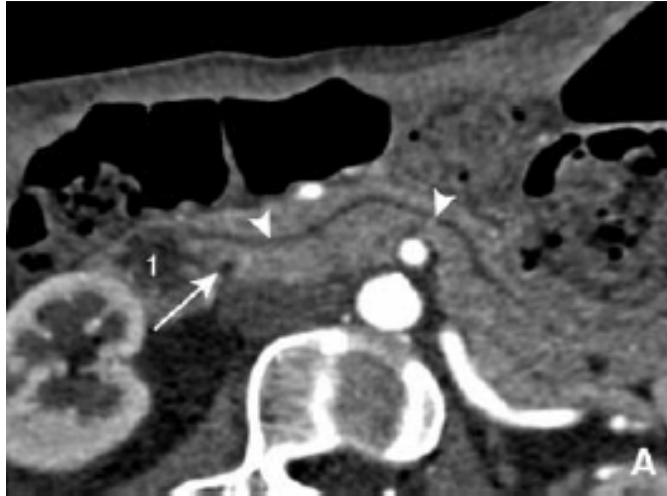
TDM du pancréas : Reconstitution canalaire d'un PD.
